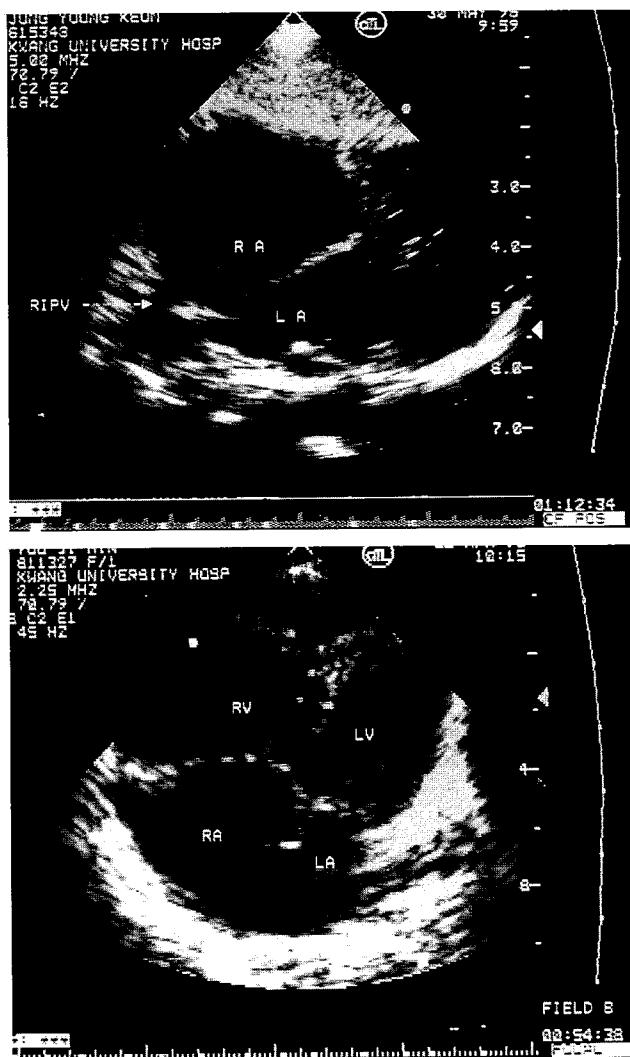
Preoperative echocardiographic findings. (A) Right inferior pulmonary vein is draining into right atrium in subcostal four-chamber view(case 2). (B) Septum secundum and endocardial cushion are intact in apical four-chamber view, but a large posterior wall defect is shown(case 4).
